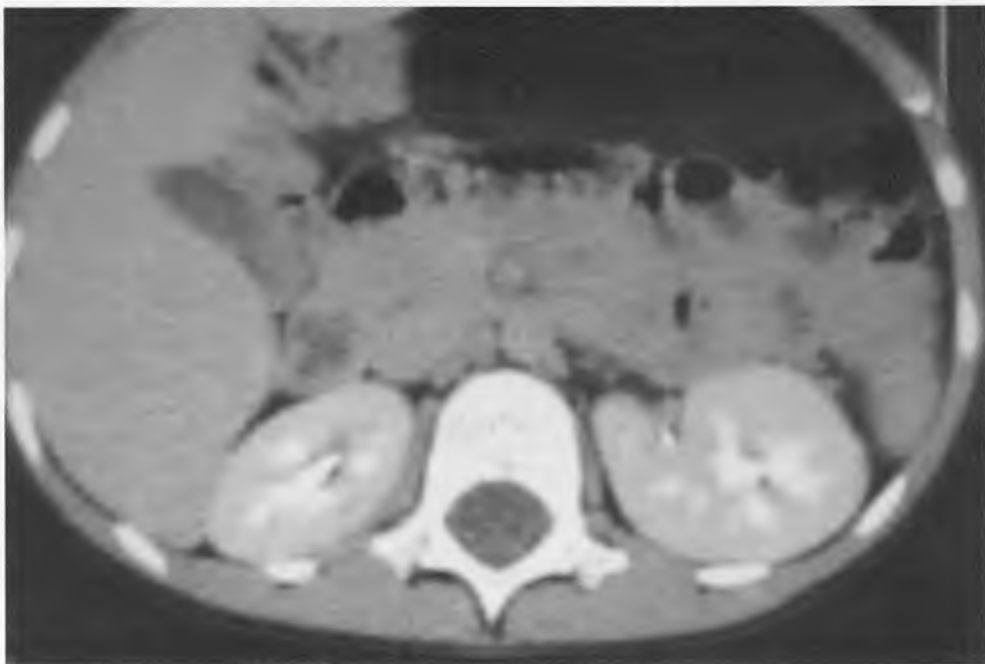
Компьютерная томография — отмечается уменьшение размеров нижней половины правой почки
